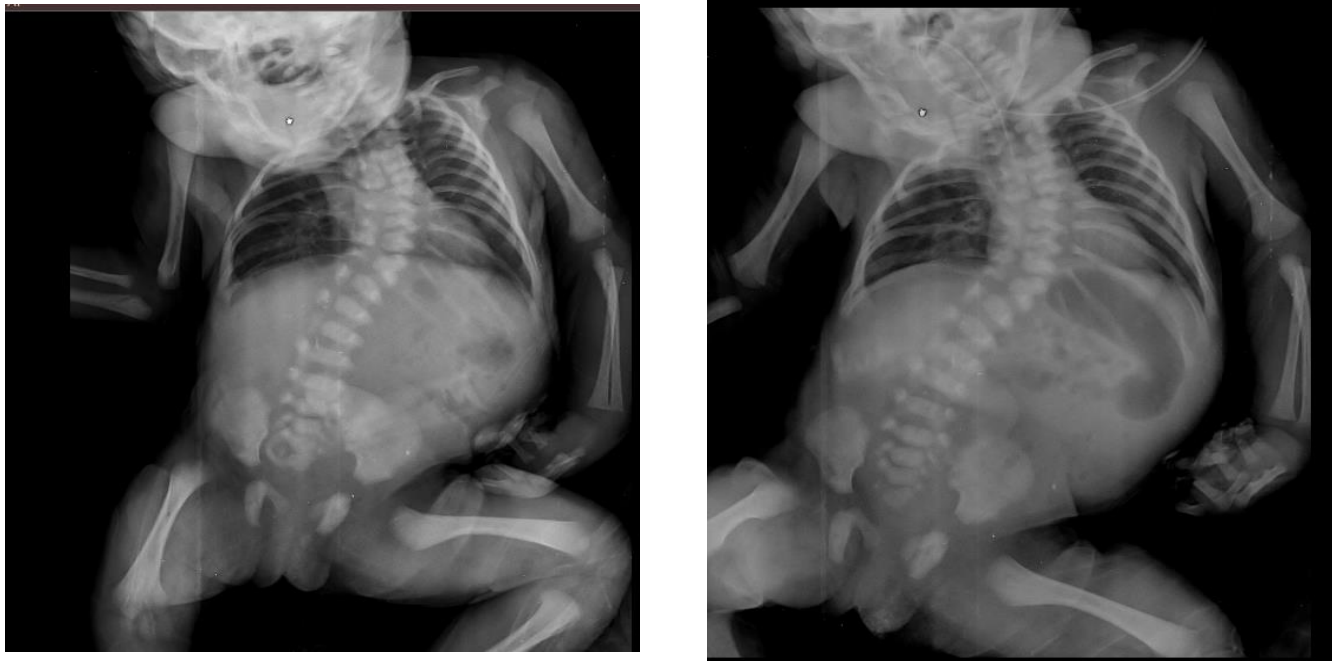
Radiografía simple de tórax y abdomen en proyección anteroposterior. A Se observa distensión abdominal con ausencia de gas distal. B. La sonda nasogástrica presenta detención y enrollamiento a nivel del tercio medio del esófago, sin progresión hacia la cavidad gástrica, hallazgo compatible con atresia esofágica proximal.
